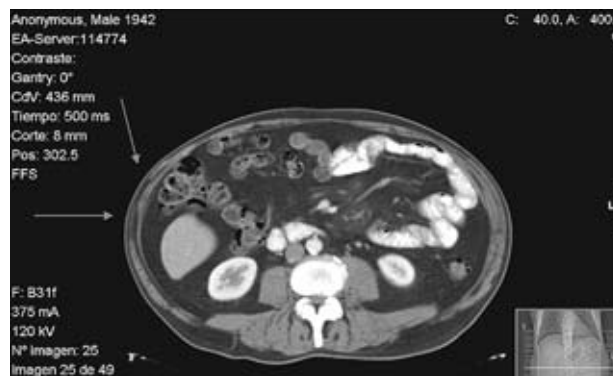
Corte bajo de TC abdominal, donde se sigue apreciando la amiotrofia en musculatura abdominal derecha.
